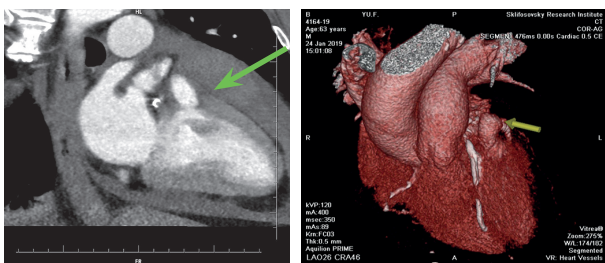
Мультиспиральная компьютерная томограмма сердца и аорты (зеленой стрелкой указан участок аневризматического выпячивания стенки левого желудочка)
